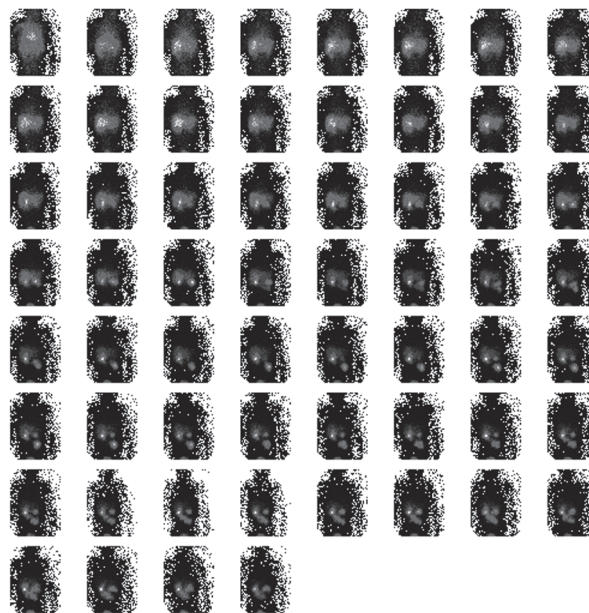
Усі кадри динамічної гепатобілісцинтиграфії
